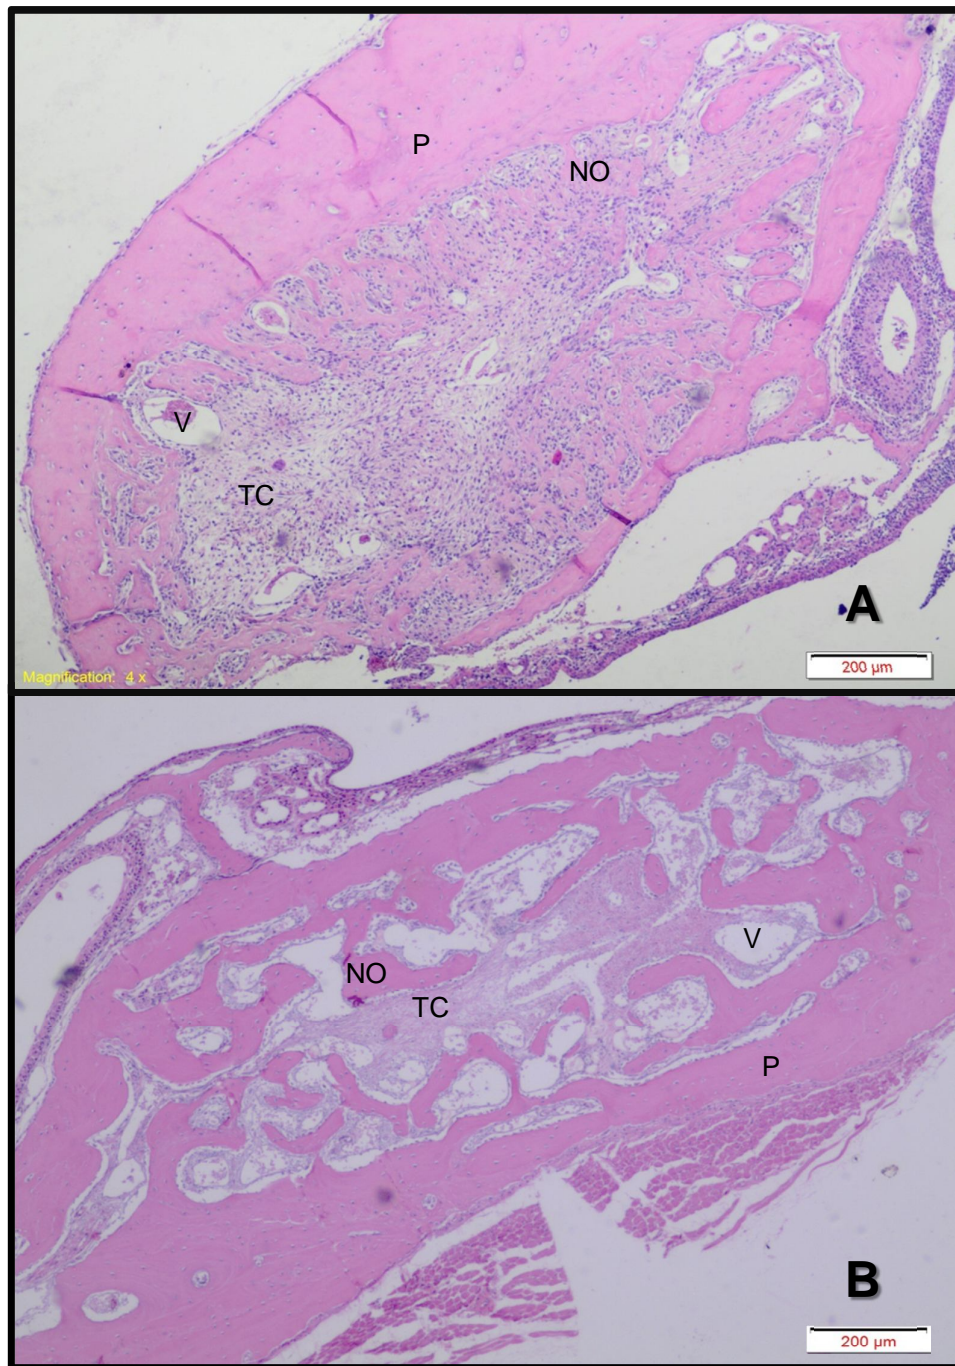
Grupo I (período de 7 e 28 dias). A) Grupo I (7dias), apresenta uma neoformação óssea (NO) a partir da parede alveolar (P) e ao centro do alvéolo encontra-se tecido conjuntivo (TC), também é visto a presença de vasos (V). B) Grupo I (28 dias), a neoformação óssea (NO) está trabecularmente espalhada por todo o alvéolo, sendo oriunda da parede alveolar (P), mas ainda encontra-se tecido conjuntivo (TC) pela extensão do alvéolo juntamente com vasos (V). Coloração: H.E. Fonte: Elaborado pela autora.
